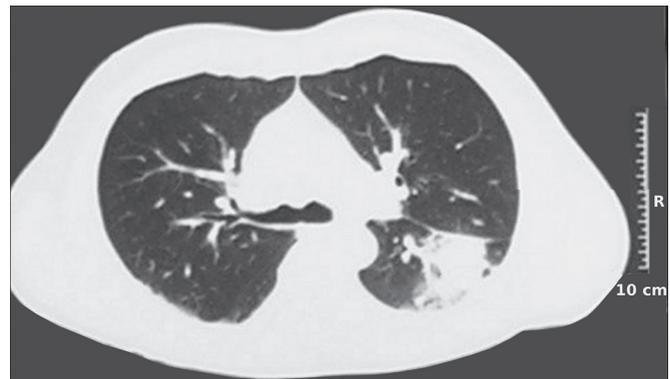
Срез спиральной компьютерной томограммы органов грудной клетки того же больного через объемное образование.
